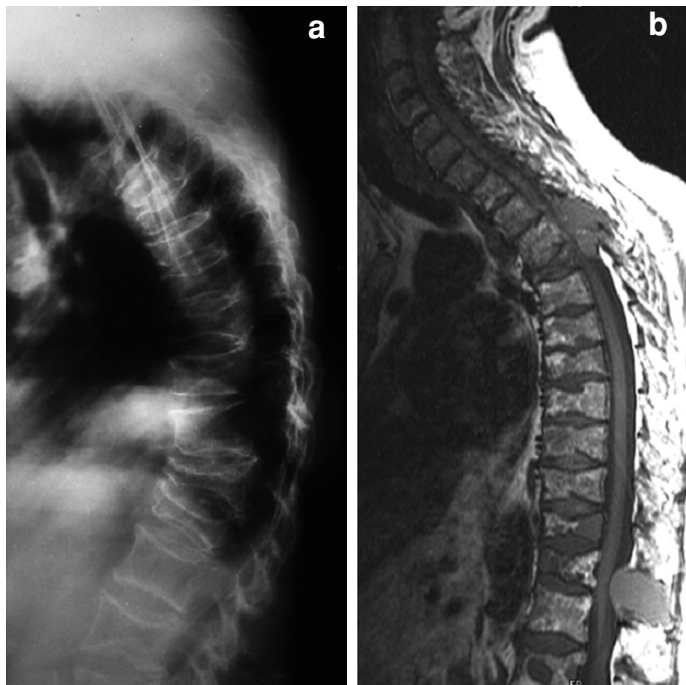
Fractures malignes (myélome). Radiographie standard de profil (15a) et IRM image sagittale T1 (15b). La radiographie montre une hypertransparence osseuse diffuse et de multiples fractures d'allure porotique. L'IRM montre une infiltration médullaire micro et macronodulaire et des masses tumorales.
